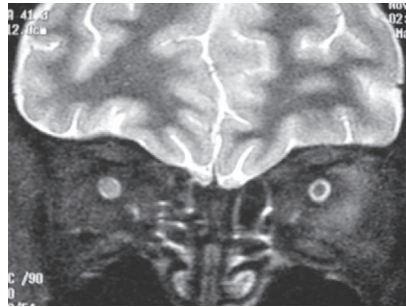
IRM orbitaire, coupe coronale, visualise une névrite optique droite.
